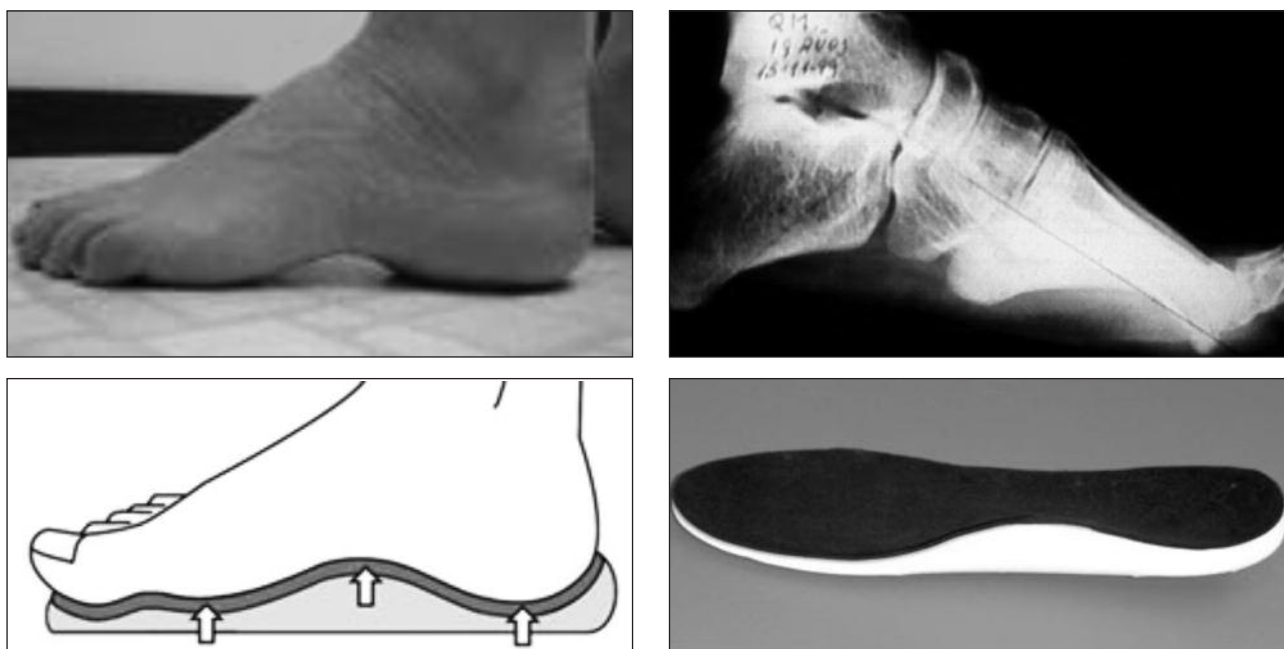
A y B. Pie cavo y radiografía. C y D. Moldeado y plantilla para pie cavo.
